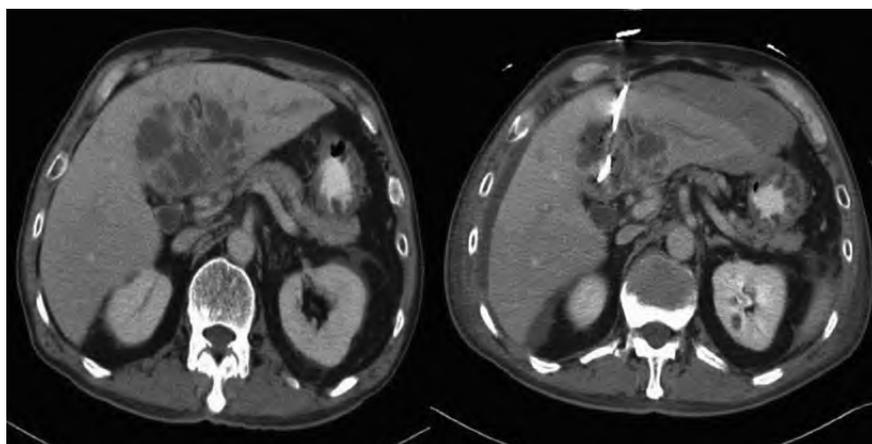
Лапароскопическая визуализация и дренирование. Контрольная КТ через 2 недели
